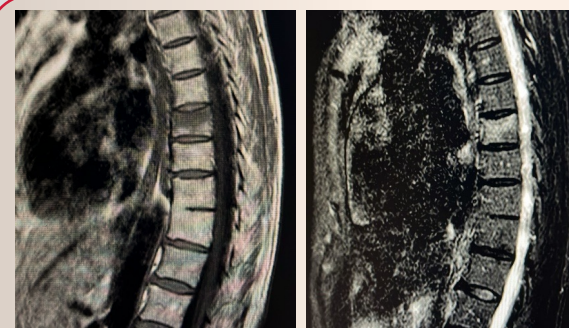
Imagen de la resonancia que diagnostica magnética la fractura vertebral
